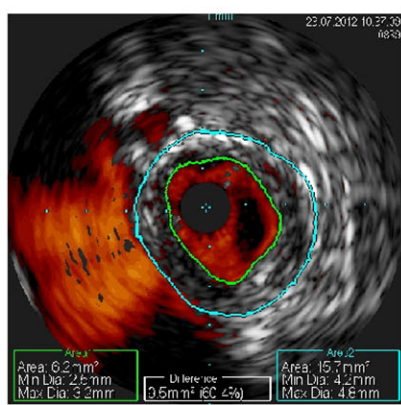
ВСУЗИ правой почечной артерии (гемодинамически значимое стенотическое поражение правой почечной артерии)
